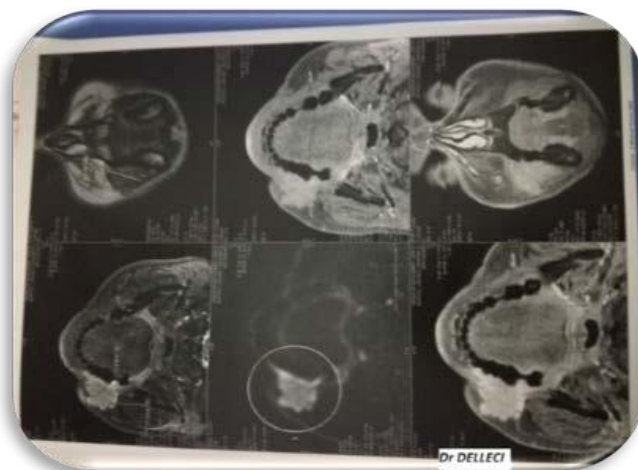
IRM de la région concernée
